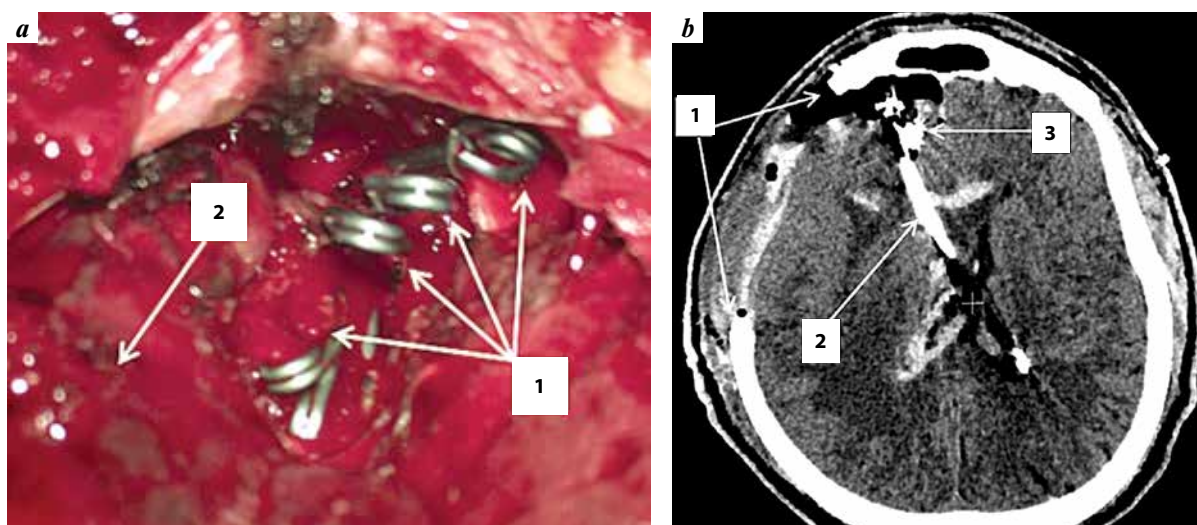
Data of patient U., 58 years old: a – intraoperative image: clipping of varicose veins with vascular clips in the absence of clear visualization of the source of bleeding. 1 – clips, 2 – frontal lobe; b – brain CT, axial projection, postoperative control. 1 – area of surgical intervention; 2 – ventricular drain; 3 – clips
